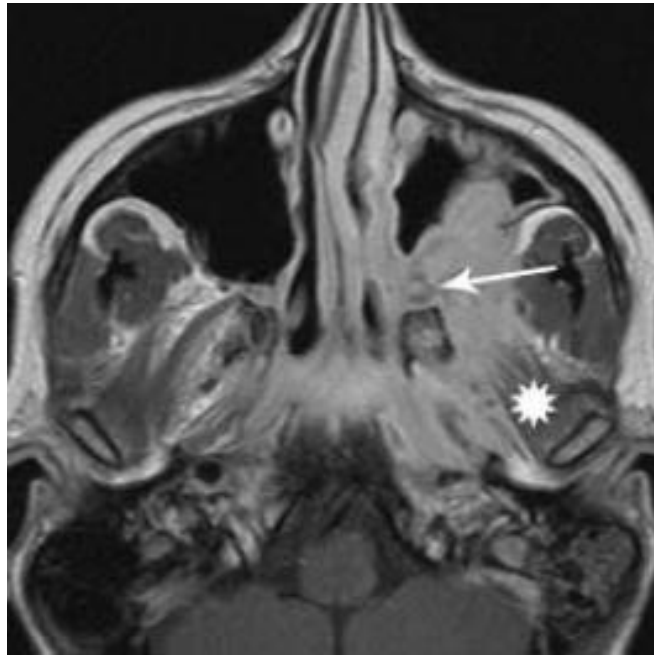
IRM objectivant une extension à la fosse infra temporale d'une tumeur du cavum à un stade tardif (41)
